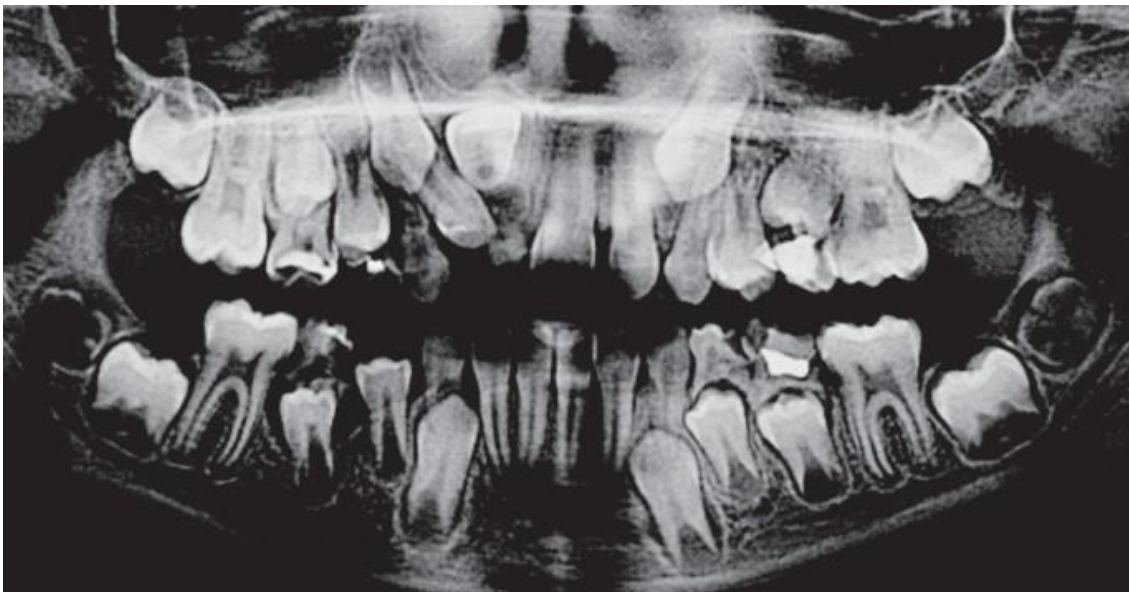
Ortopantomografia mostrando a dentição mista, (adpatado de Janas et al, 2015).
